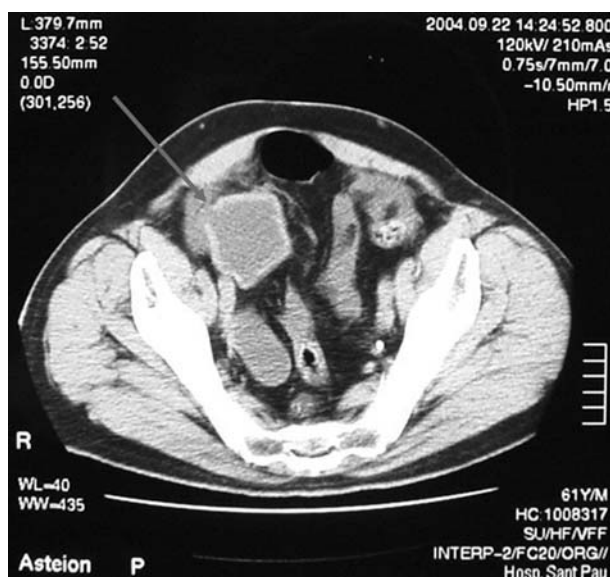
TC abdominal. Rotura de neovejiga en pared lateral derecha.
